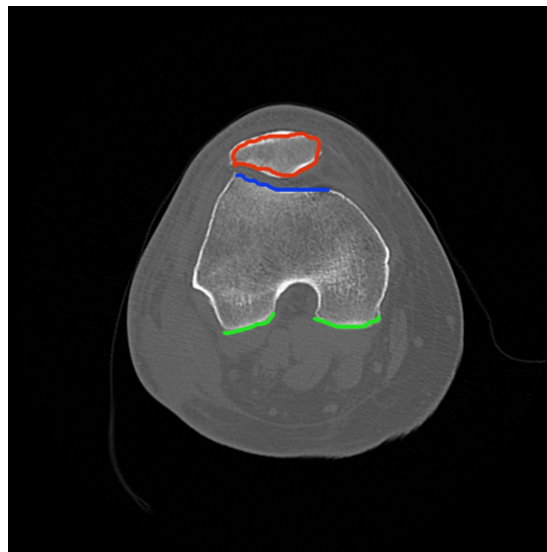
Imagen obtenida a través de una prueba TAC en una rodilla a la altura del fémur.
